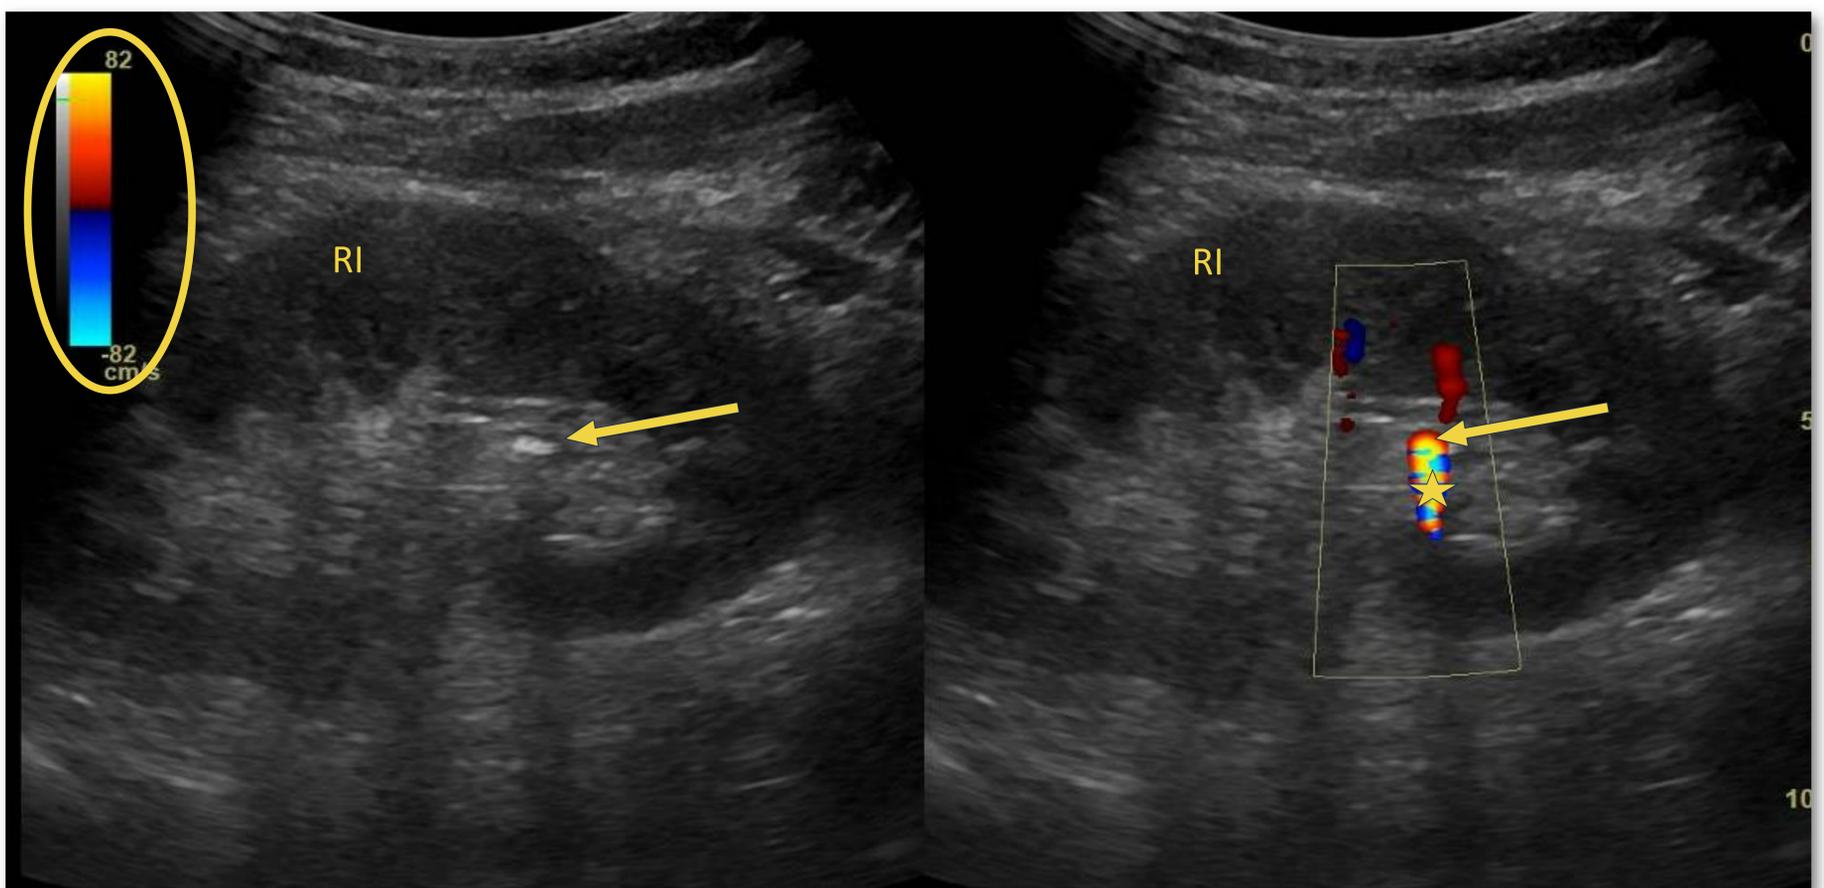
Flecha: litiasis renal. RI: Riñón izquierdo. Estrella: Artefacto de reverberación. Círculo: Escala doppler.
